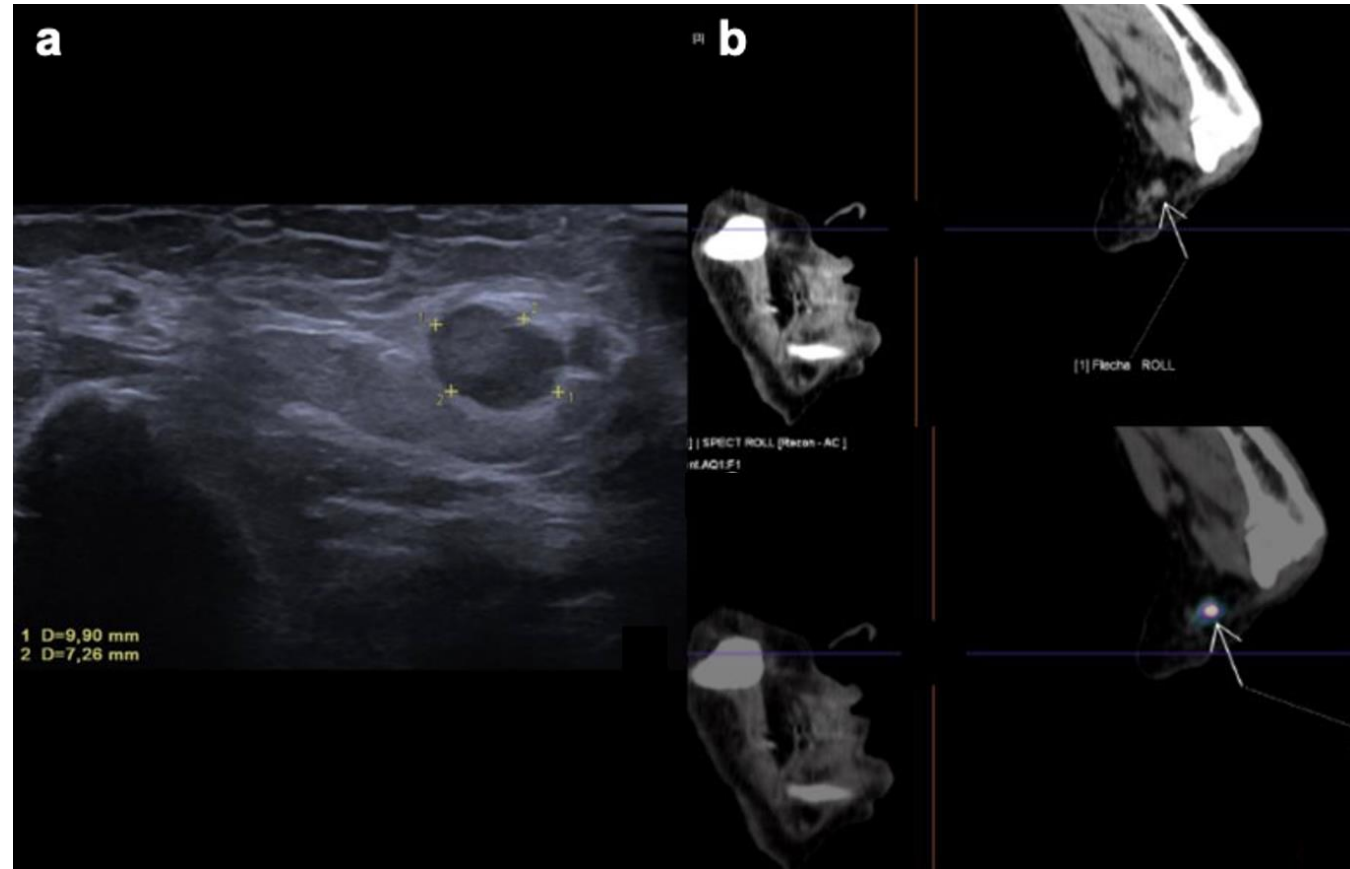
Ecografía (a) y SPECT/TC (b) que muestran una adenopatía supratroclear izquierda con actividad del radiotrazador, correspondiente a metástasis de carcinoma escamoso.
